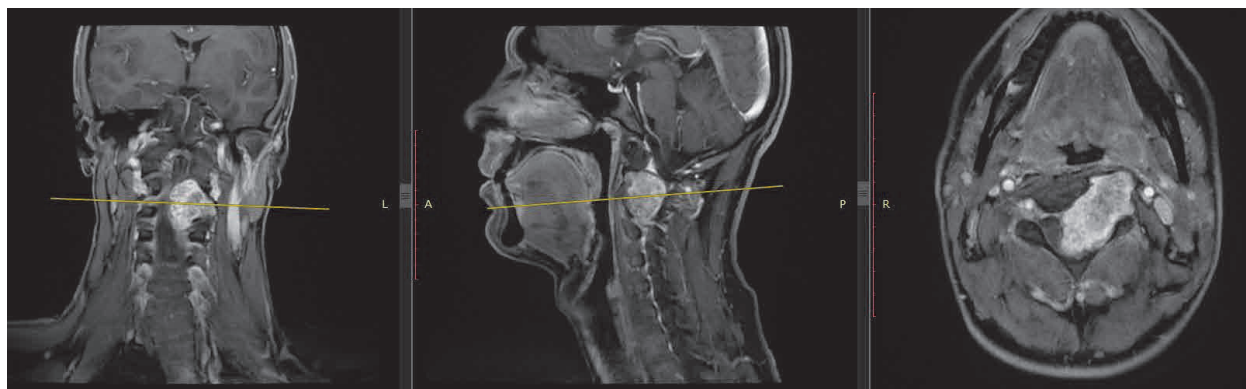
МРТ до операции: опухоль на уровне С1-С4-позвонков с компрессией спинного мозга на данном уровне
